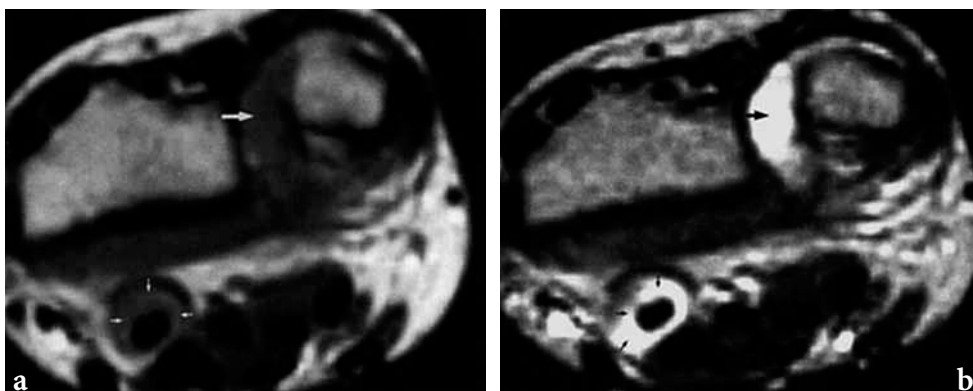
L'esame RM in sezione assiale del polso di un paziente con artrite reumatoide evidenzia, nella sequenza SE T1 (a), la presenza di tenosinovite di un tendine del comparto dei flessori (*punte di freccia bianche*) e di versamento articolare a livello della radio-ulnare distale (*freccia bianca*), caratterizzati da bassa intensità di segnale che diviene iperintensa (*punte di frecce nere e freccia nera, rispettivamente*) nella sequenza SE T2 (b)
